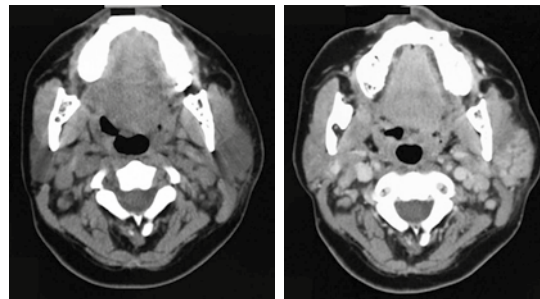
Tomografías simple y contrastada, cortes axiales: aumento de volumen de la glándula parótida izquierda con importante reforzamiento del medio de contraste, adenomegalias en la región.
